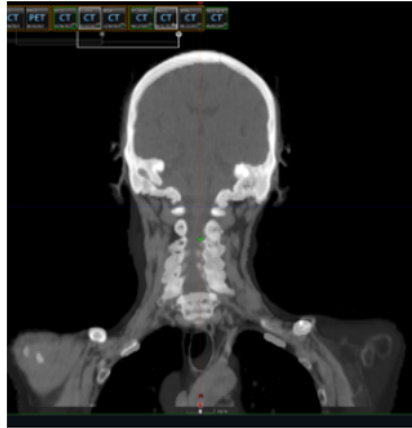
Montage du recalage de CT1 avec CT2
